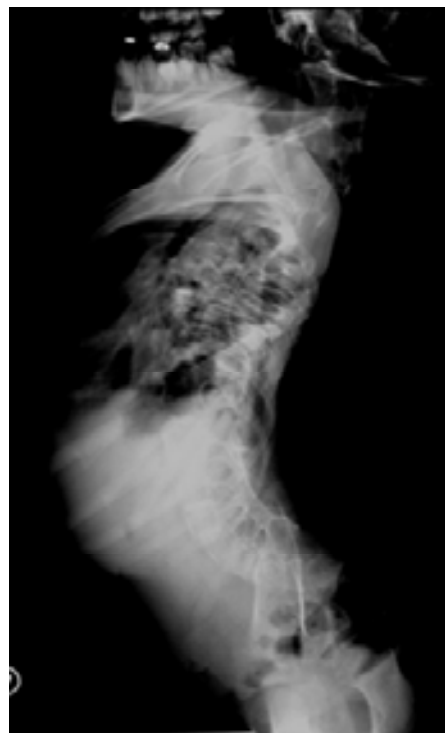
Radiografía lateral de columna vertebral
